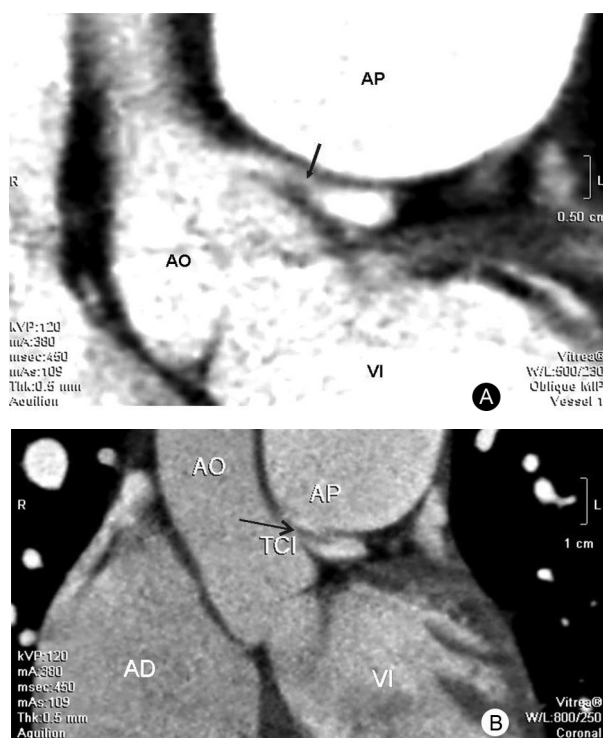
Tomografía multicorte. A y B, cortes sagital y coronal respectivamente. La flecha señala la compresión del tronco de la coronaria izquierda (TCI) por la arteria pulmonar (AP), VI: ventrículo izquierdo, AO: arteria aorta, AD: aurícula derecha.
